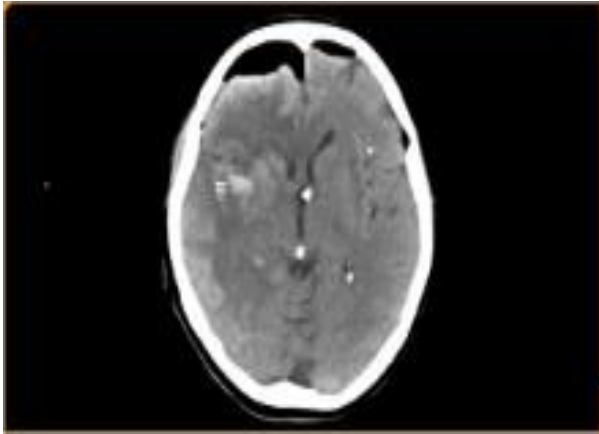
Das Schädel-CT 3 Stunden postoperativ zeigt die intrazerebrale Blutung weiterhin ohne Größenprogredienz (=)
